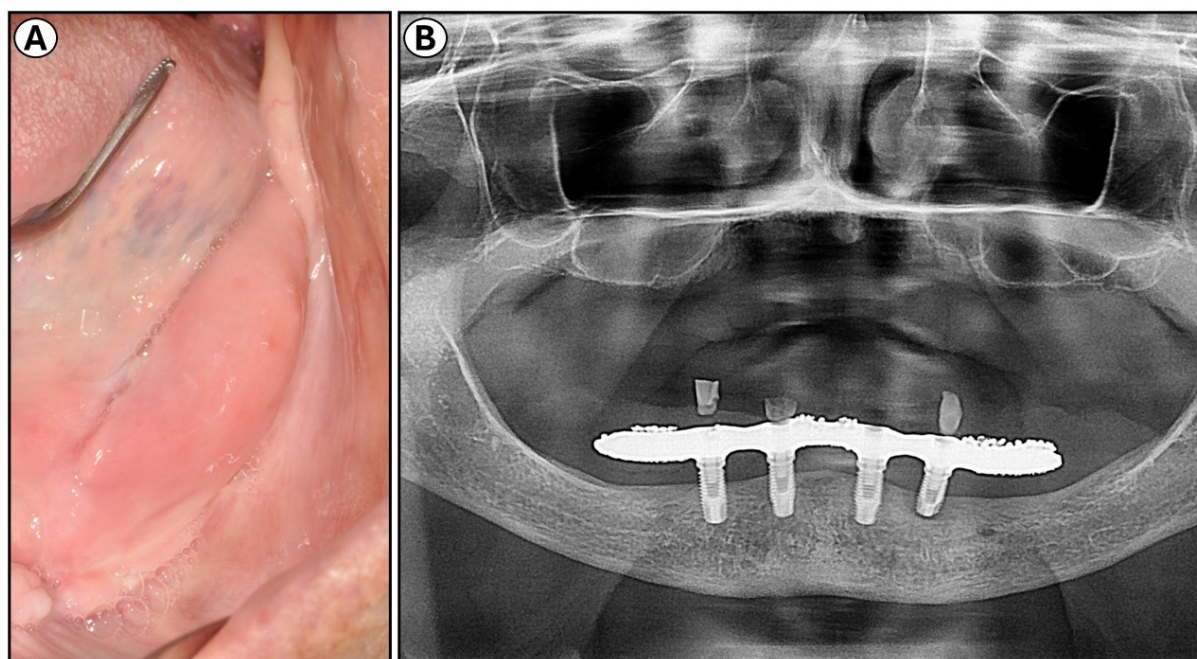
Hiperplasia fibrosa inflamatória na região posterior de mandíbula (A); Radiografia panorâmica pré-operatória (B).
